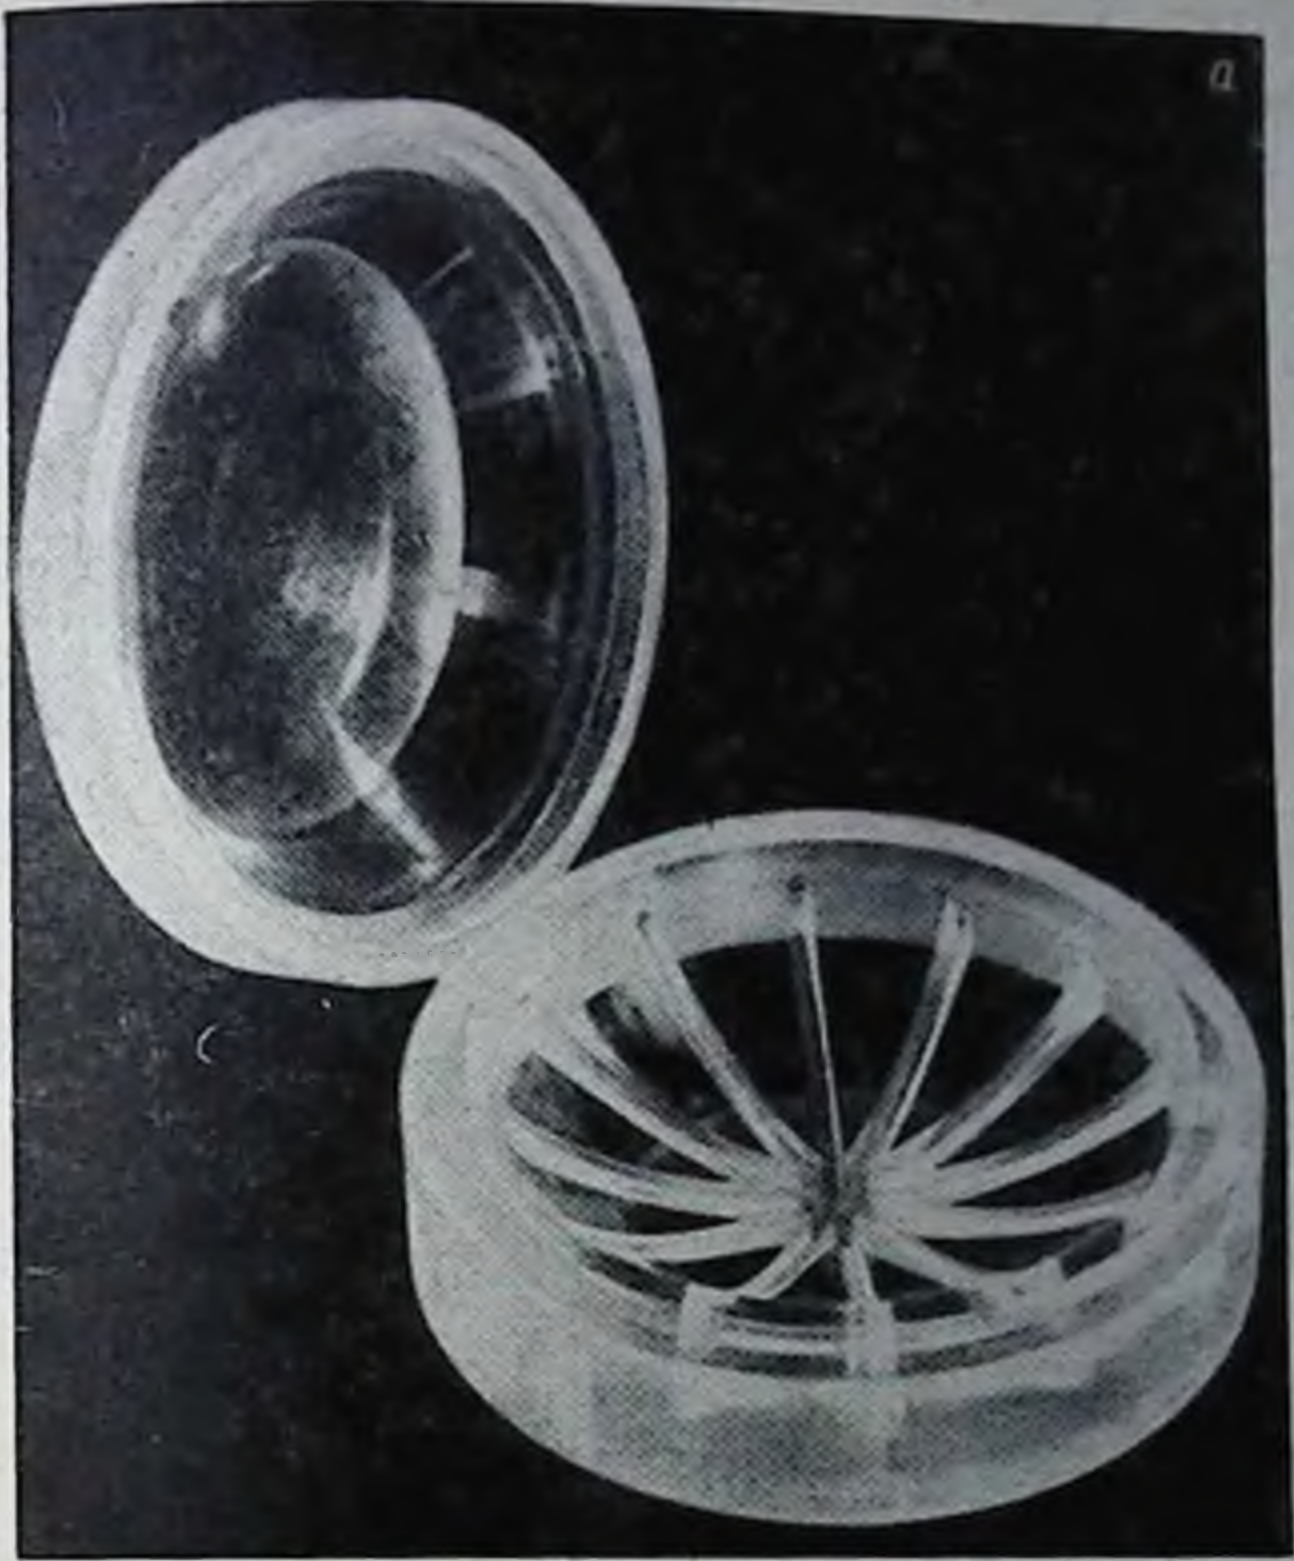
Камера для перфузии изолированной почки.
